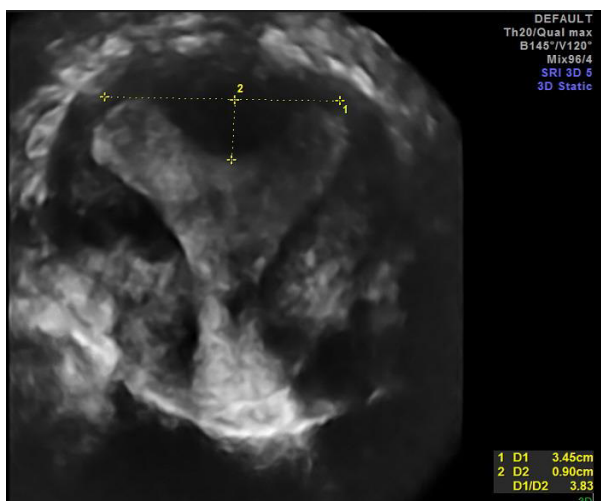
USG 3D, plan coronal, uter septat parțial, indentarea fundului uterin 9mm, clasa U2aC0V0
